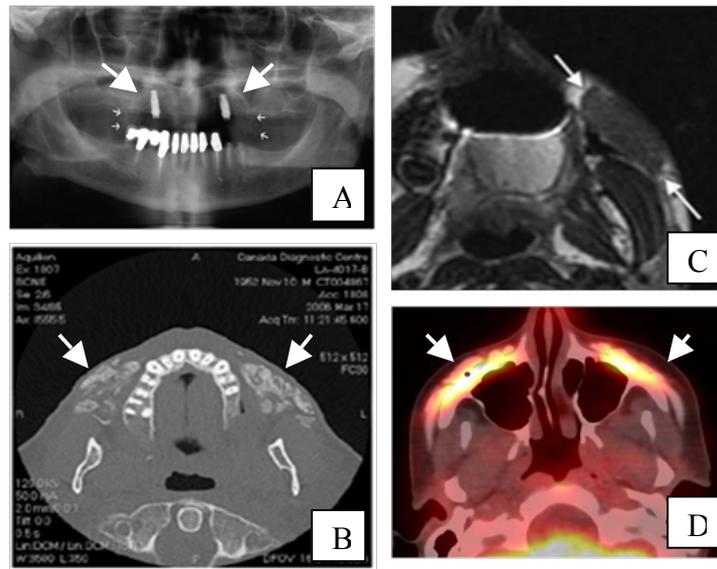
Radiess® em tecidos moles de face detectados em exames de imagem. A - Radiografia, Fonte: FEENEY et al., 2009; B- Tomografia computadorizada, Fonte: CARRUTHERS, A. et al., 2008; C- Ressonância magnética, Fonte: COLEMAN, K. M. et al., 2008; D- PET/CT, Fonte: COLEMAN, K. M. et al., 2008. Setas mostrando a área contendo o preenchedor.
